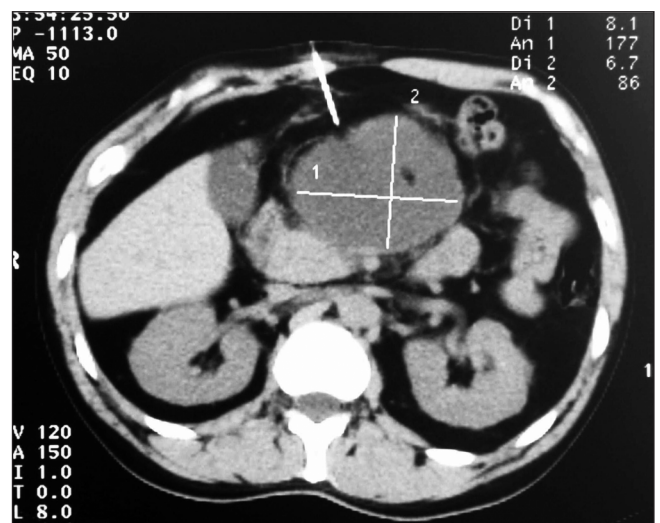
Corte de tomografía que muestra la colección en transcavidad y punción guiada por TAC.
